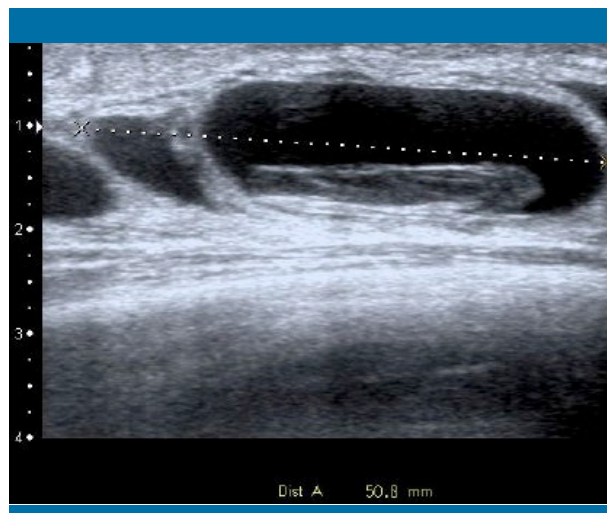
Ecografía inicial de uno de los quistes predominantes. Se observa una imagen en su interior que podría corresponderse con restos hemáticos
